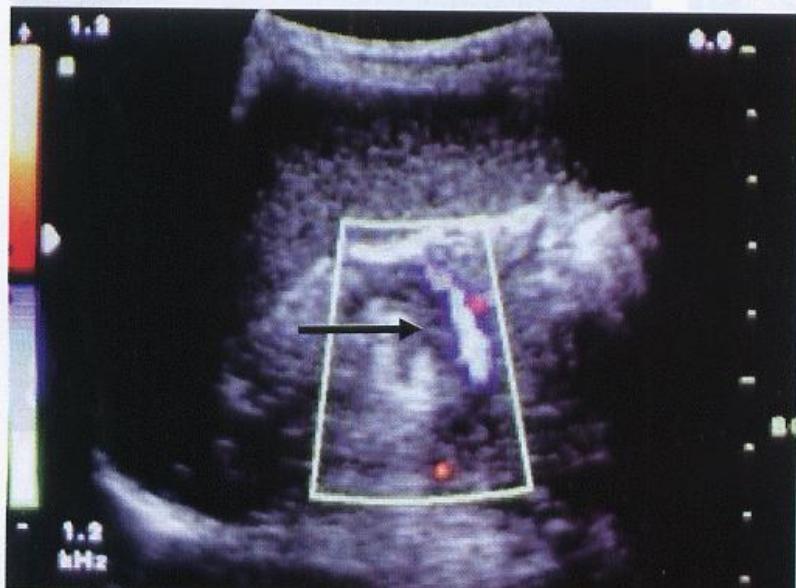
Túi phình mạch vỡ; hình A- hình bên P mặt cắt qua ngách Morison cho thấy máu lợn cợn hồi âm tràn ngập, hình bên T cắt qua rốn lách cho thấy một khối hồi âm hỗn hợp; hình B- hình Doppler màu của túi phình với dấu hiệu “âm dương”, lưu ý huyết khối gần lấp đầy túi phình; hình C- hình Doppler xung của dòng chảy tới-lui qua cổ túi phình; hình D- kết quả trong mổ chỉ ra túi phình vỡ nham nhở.
